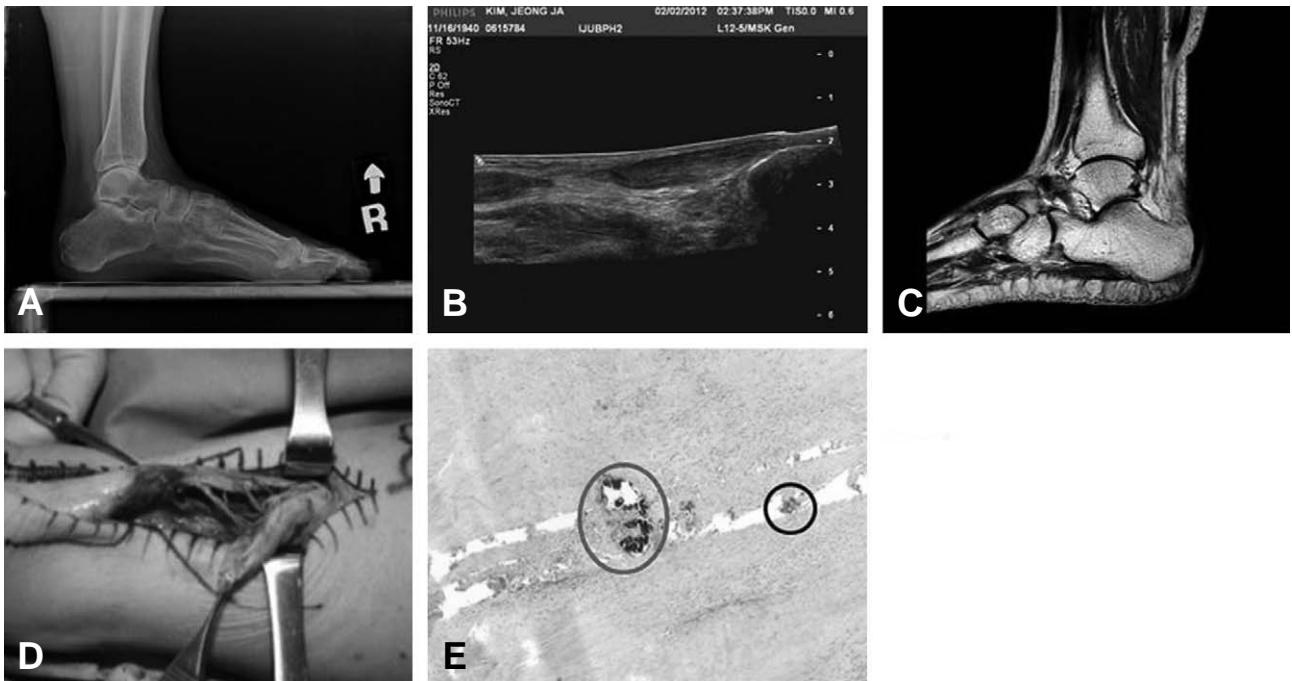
(A) Simple lateral foot and ankle image shows loss of Kager's triangle. (B) Ultrasonograph shows high-grade partial tear of Achilles tendon about 3.4 cm proximal to superior border of calcaneus. (C) Sagittal TSE T2 (TR=2500/70 ms) image shows high grade tear of the Achilles tendon above calcaneal insertion site and combined with intrasubstance split tear. (D) Intraoperative medial photo shows vertical splitting of Achilles tendon. (E) Finding of biopsy; Oval circle - granulation tissue proliferation, Round circle - focal hyalinization with calcification.
